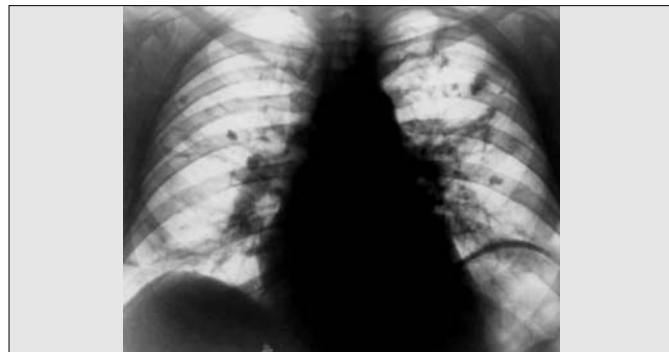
Рентгенограма органів грудної порожнини хворого на вузликаний периартеріїт. У верхніх частках обох легень – вогнища. Справа у базальному відділі верхньої частки – тонкостінна порожнина (до 4 см в діаметрі), до 1/4 заповнена рідиною. Відмічаються лінійні тіні за рахунок периваскулярної інфільтрації.
